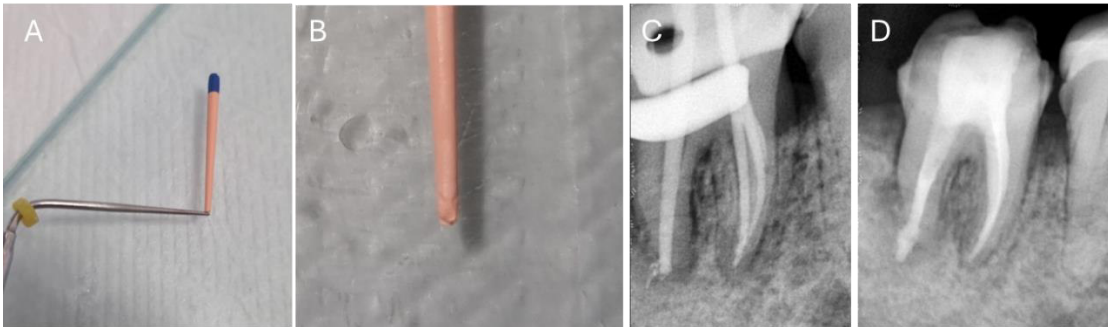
(A) termoplastificação da ponta do cone de guta percha; (B) ponta do cone após customização. (C) radiografias de prova do cone e pós obturação (D).
